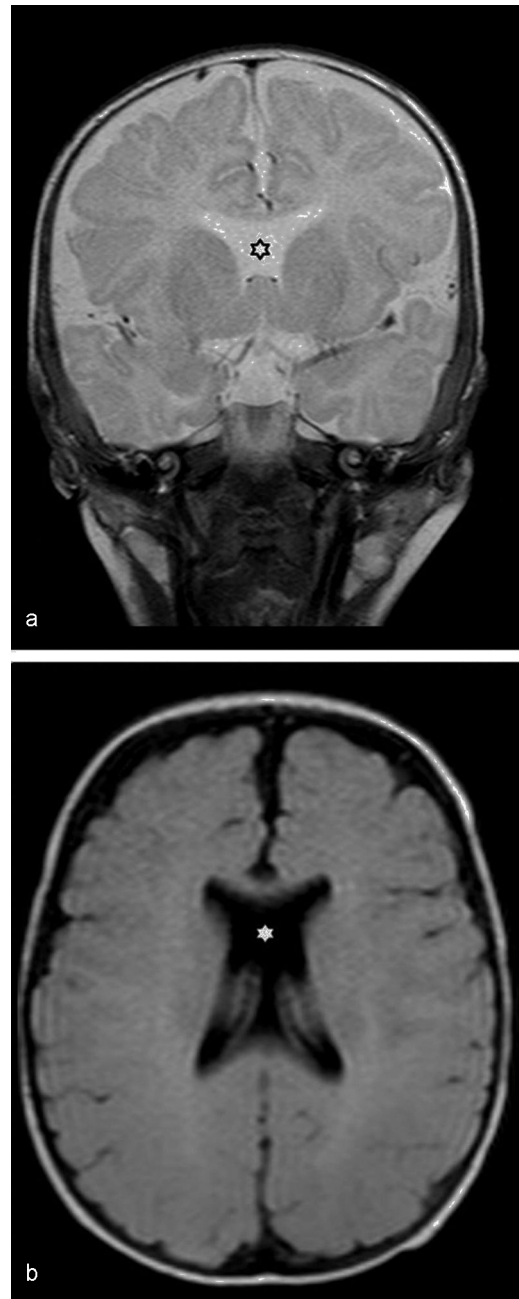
RM de cerebro, en cortes (a) coronal en ponderación T2 y (b) axial con secuencia FLAIR, muestra ausencia del *septum pellucidum* (asterisco).
